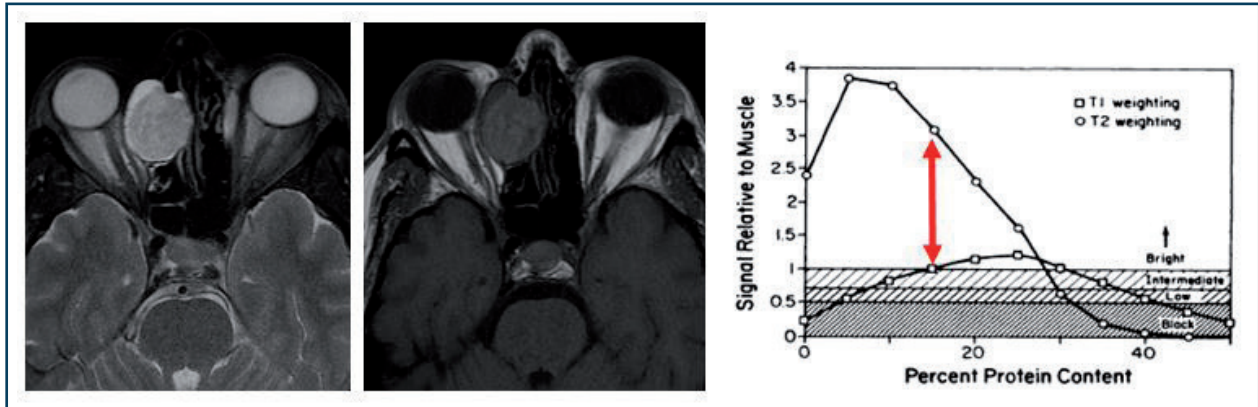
Signaux IRM d'une rétention ancienne. Comblement ethmoïdal antérieur à type d'épaississement muqueux en cadre inflammatoire (en hypersignal en T2 sur la coupe axiale gauche) et de rétention, en discret hyposignal (gris clair) en T2 et discret hypersignal (gris clair) en T1 sur la coupe axiale centrale. Sur la courbe établie par Som, ce comblement, de par son signal, apparaît de composante protéique plus importante, en faveur d'une rétention ancienne.
